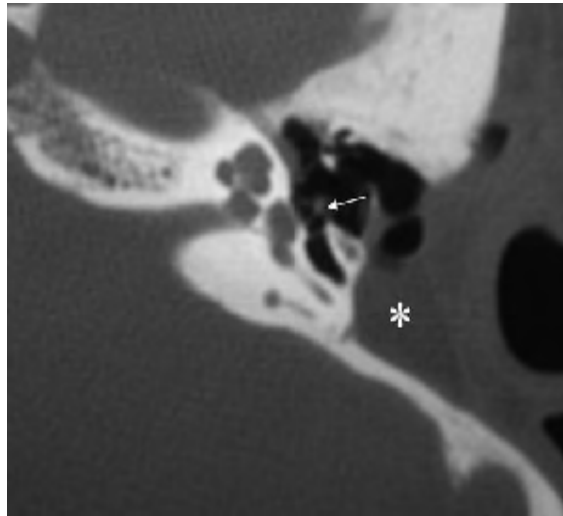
TDM en coupe axiale montrant l'aspect de la cavité antro-attico-mastoïdienne de la TTO avec comblement tissulaire(*).Le greffon s'étend jusqu'à la tête de l'étrier (flèche) [97].
